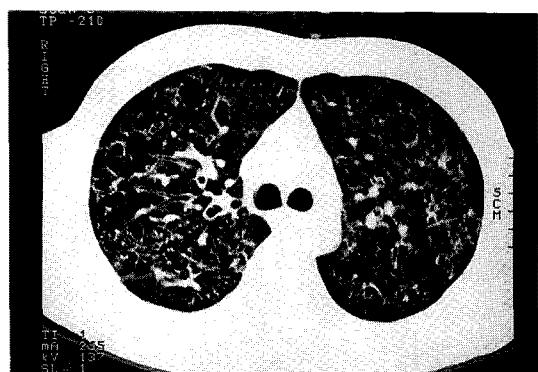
HRCT shows multiple thin-walled cystic cavities and nodules diffusely distributed throughout.
